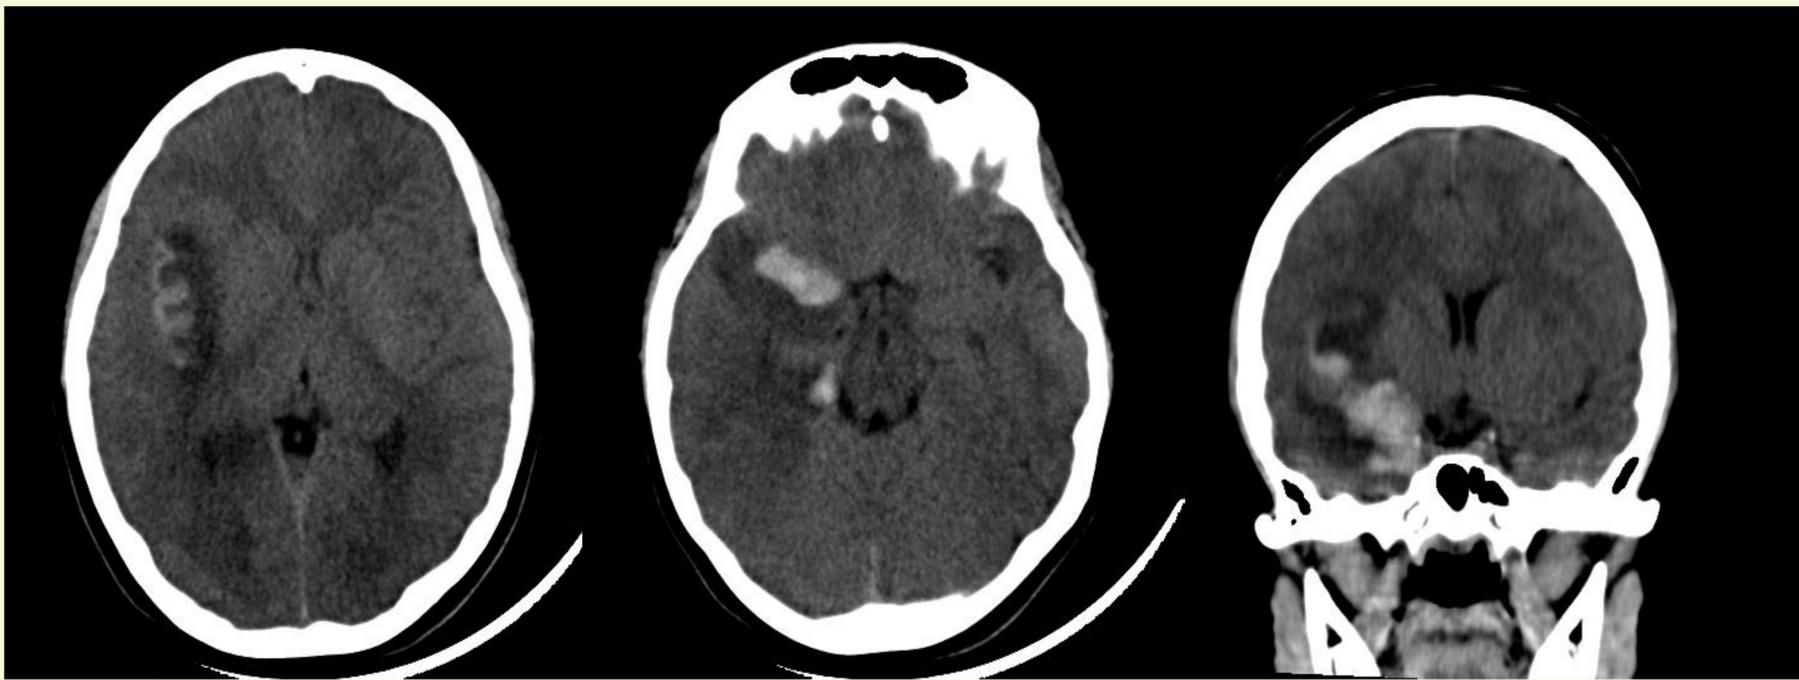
TC de ingreso sin contraste: se visualiza sobre cara inferior del lóbulo temporal derecho e ínsula imagen espontáneamente hiperdensa con halo hipodenso, compatible con sangrado y edema perilesional.
